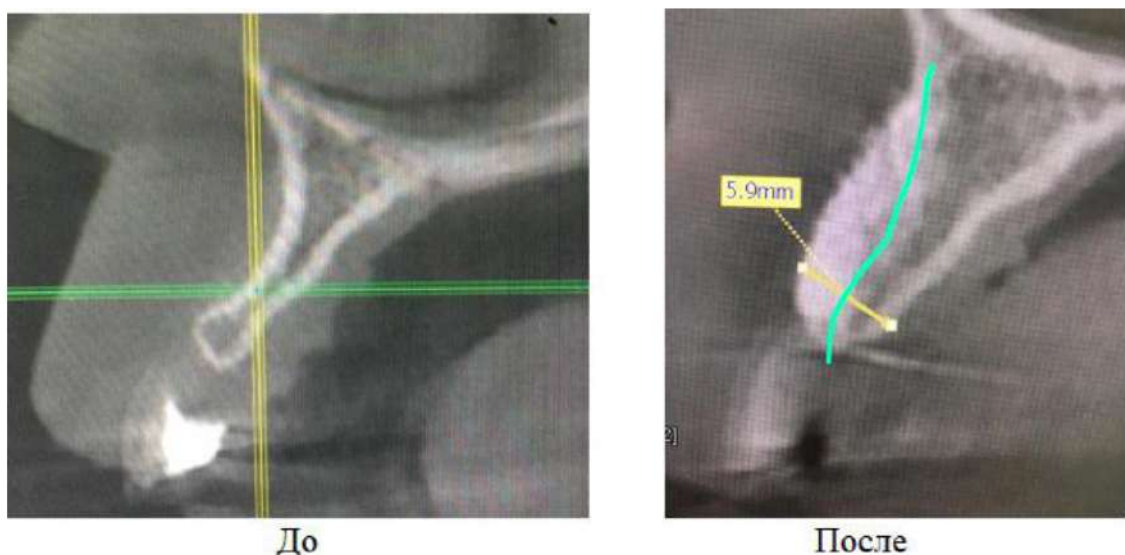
Рентгенологическая картина до- и после операции НКР
